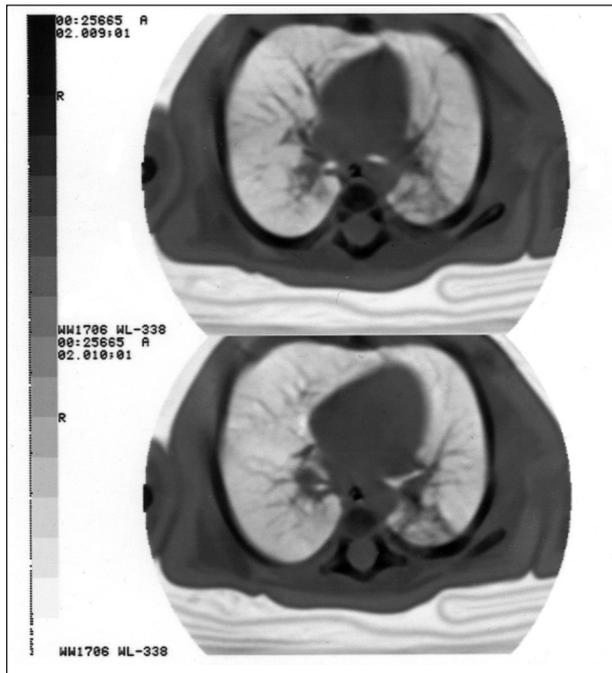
Компьютерная томография легких ребенка Б.: дис- и ателектазы в заднебазальных сегментах (больше слева).
